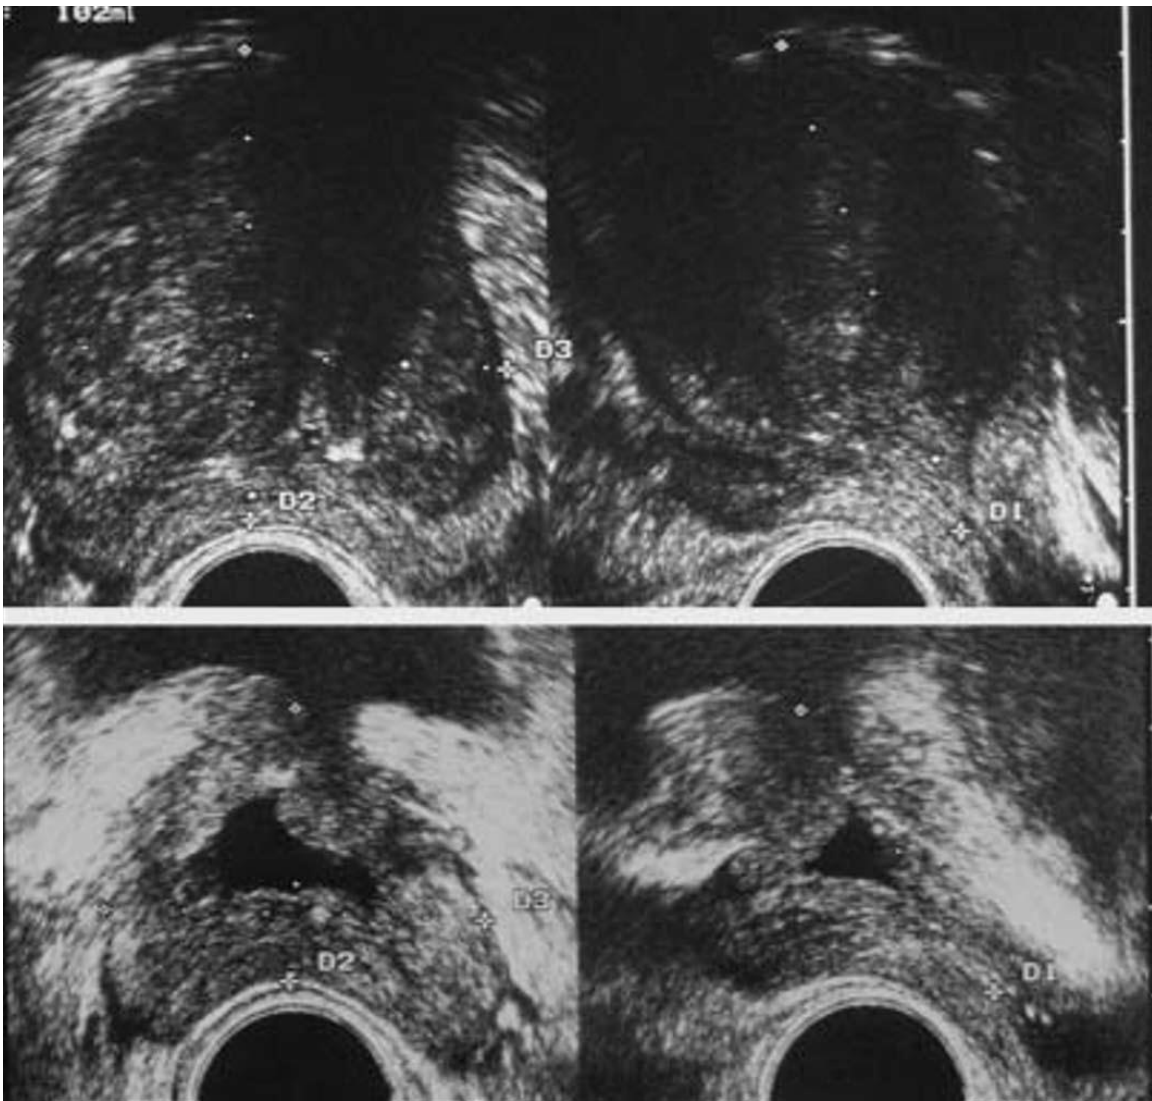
Échographie endo-rectale avant et après adénomectomie chirurgicale voie haute. Comparaison des coupes transverse et sagittale chez le même patient. Volume prostatique 102 ml avant (en haut) et 30 ml après adénomectomie (en bas). La cavité est symétrique. Le col vésical reste fermé. Il a été préservé car l'énucléation au doigt n'enlève que la zone de transition. Elle préserve le col vésical. Le même aspect après résection peut faire suspecter une sclérose du col vésical.
